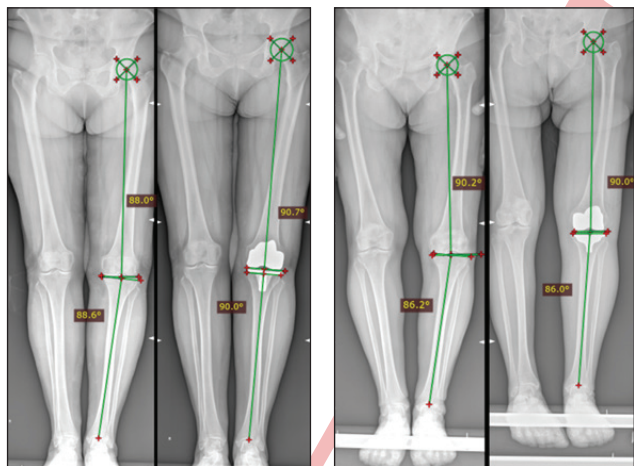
Фото рентгенограм до та після встановлення компонентів ендопротеза згідно з передопераційним плануванням (а — механічне вирівнювання, б — кінематичне)
